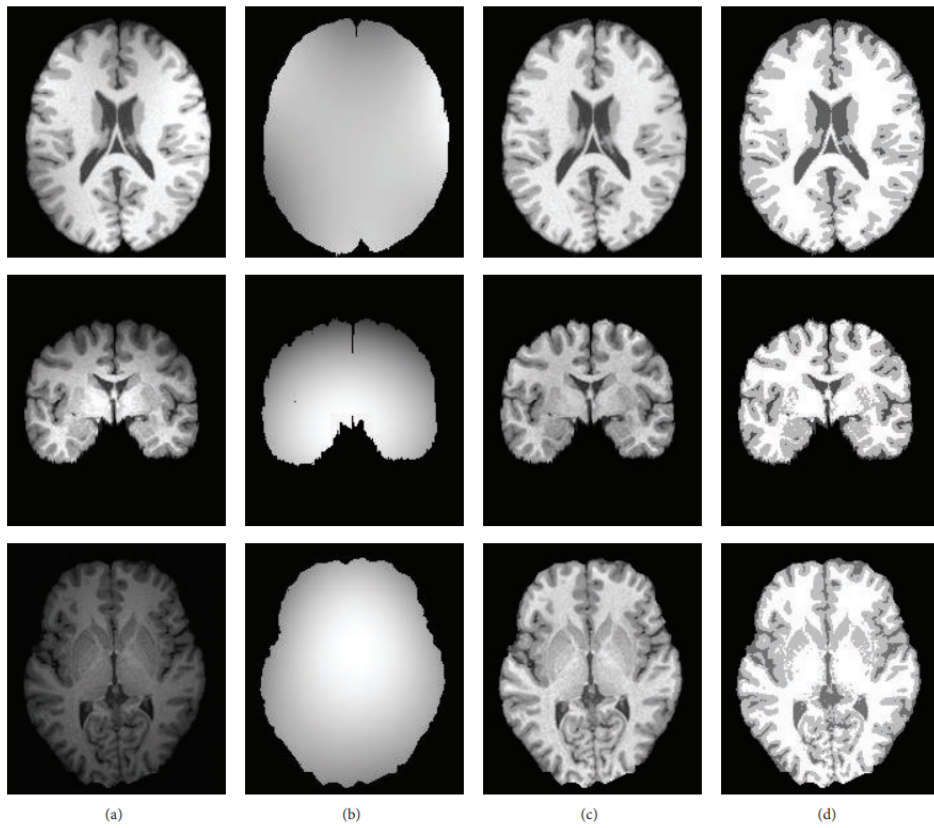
Esempio di stima del bias field e risultati delle correzioni in immagini MRI. (a) Immagine originale; (b) Stima del bias field; (c) Immagini con bias field rimosso; (d) Immagini segmentate* (Cong et al., 2016)
